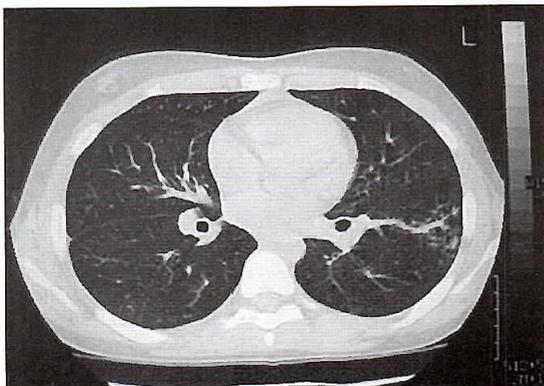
TAC de tórax que muestra opacidades parenquimatosas de aspecto residual en LII.
